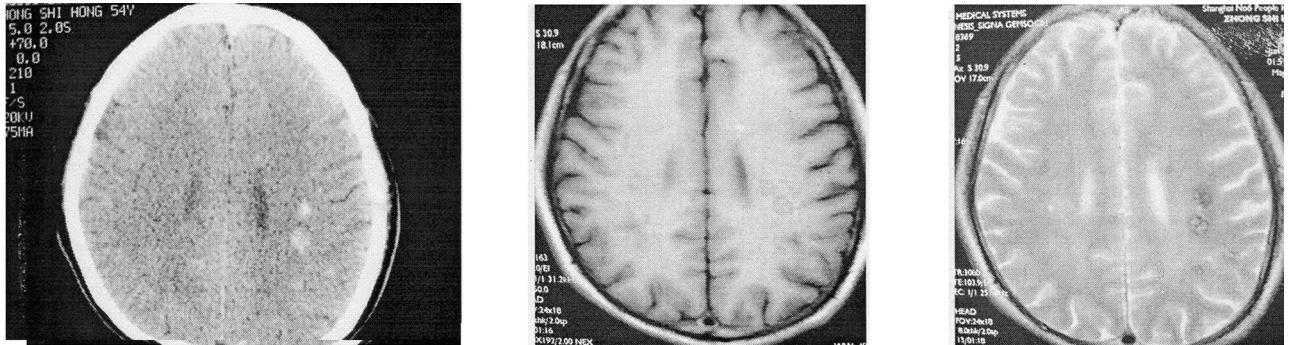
~图4为同一患者。图1 CT平扫左额顶叶类圆形高密度灶,境界清楚,其内点状钙化,未见水肿及占位征象,右额顶叶点状高密度灶,边界不清楚。图2、图3 分别为SE序列T₁WI和T₂WI,双侧额顶叶大小不等混杂信号,周围低信号环。病灶显示较CT清楚,并能看到CT不能显示的更多小病灶
